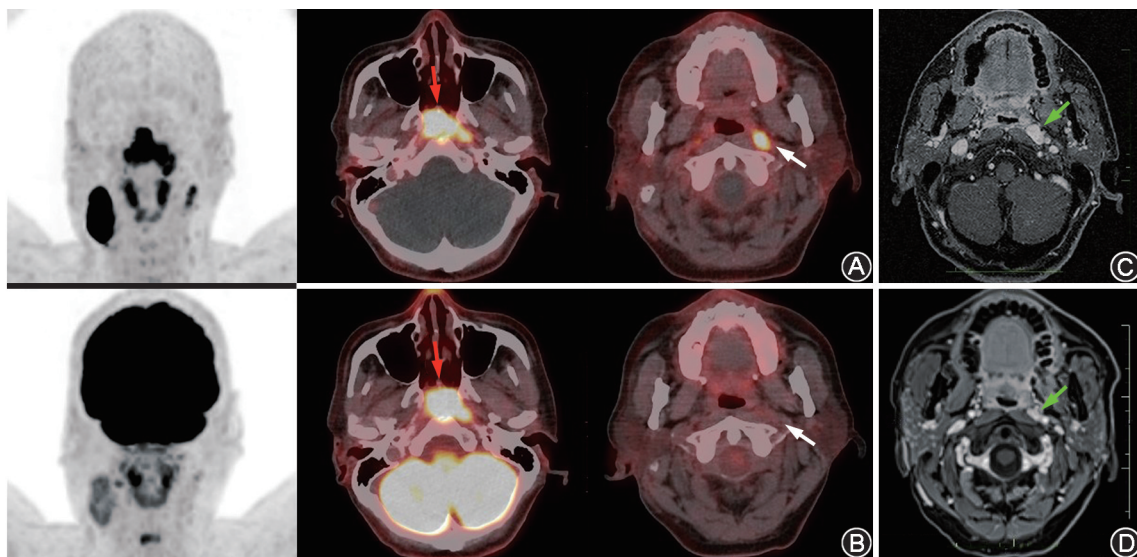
鼻咽癌患者(男,54 岁)⁶⁸Ga-Pentixafor (A) 和¹⁸F-FDG (B) PET/CT 显像图及治疗前(C) 和治疗后(D) MRI 图 ⁶⁸Ga-Pentixafor ($SUV_{max} = 10.80$) 和¹⁸F-FDG ($SUV_{max} = 13.46$) PET/CT 均显示原发肿瘤具有显著的显像剂摄取,且对咽旁结构和颅底骨的侵犯范围差异不明显(红箭头示)。⁶⁸Ga-Pentixafor PET/CT 显示位于左侧咽旁间隙的增大淋巴结伴⁶⁸Ga-Pentixafor 高摄取($SUV_{max} = 6.36$;白箭头示), 而¹⁸F-FDG 摄取为阴性(白箭头示)。治疗后 MRI 显示该淋巴结体积较治疗前明显缩小(绿箭头示),诊断为淋巴结转移
